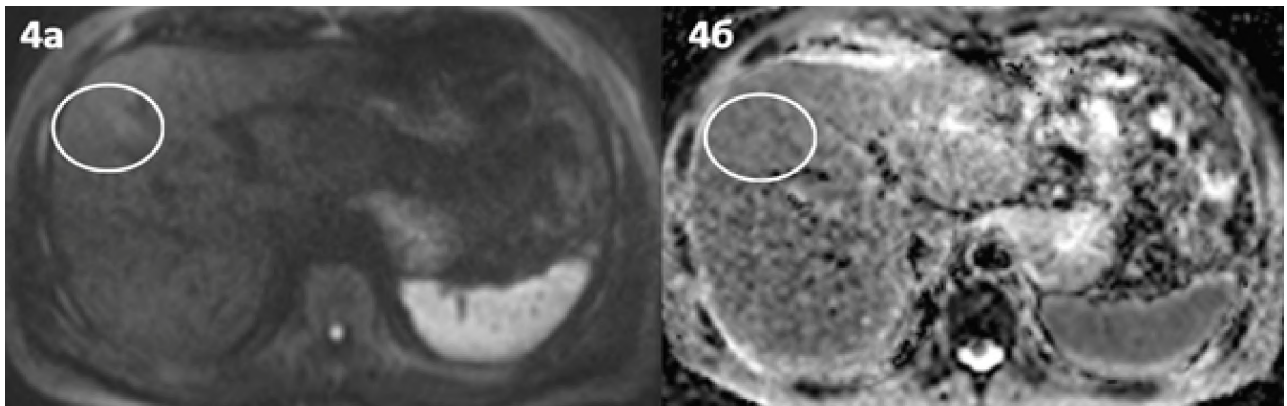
МРТ, диффузионно-взвешенные изображения (зона интереса обведена): а — исходные данные (b-фактор 800 с/мм²), слабоповышенный сигнал в проекции очага; б — карта измеряемого коэффициента диффузии, признаков рестрикции (снижения сигнала) в зоне интереса не отмечается
